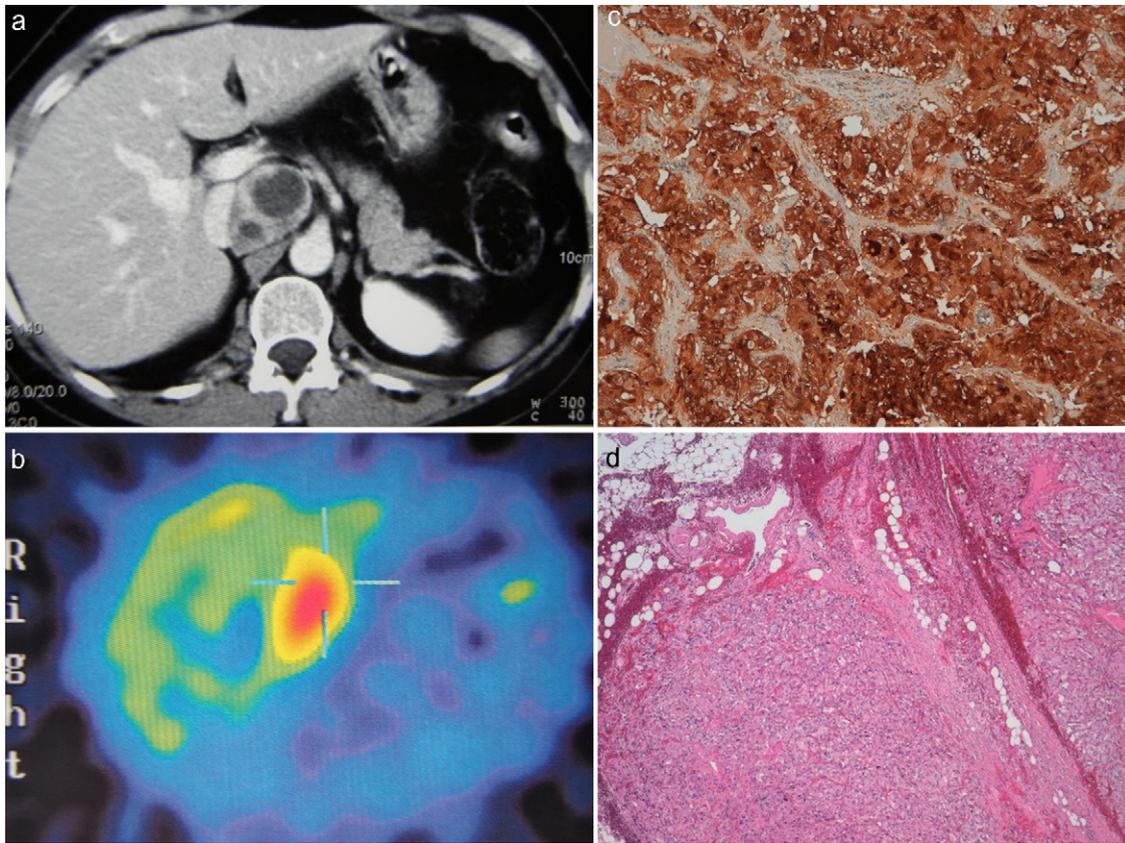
a: TC abdominal: masa de centro hipodenso de unos 4,5 x 3 cms. en el espacio interaortocava por encima de la salida de la vena renal izquierda y en íntimo contacto con la vena cava. b: MIBG: masa hipercaptante en posición suprarrenal derecha sugestiva de recidiva de feocromocitoma derecho o paraganglioma. c: Inmunohistoquímica: positividad inmunohistoquímica para cromogranina A, sinaptofisina, enolasa y vimentina. d: Anatomía Patológica: tumoración con superficie limitada por una pseudocápsula fibrosa evidenciando en su interior células ganglionares.
